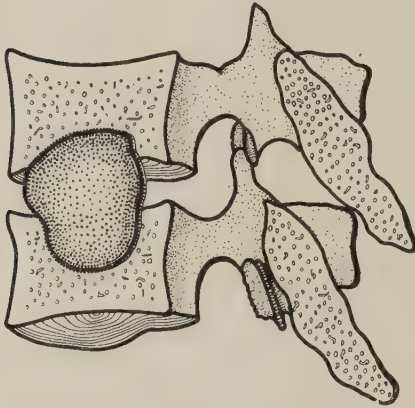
„Erosion of the adjacent surfaces of two lumbar vertebral bodies: Tuberculous caries“ Zur Verdeutlichung der Ähnlichkeit zwischen Erkrankung und Mißbildung des Wirbelkörpers im Röntgenbild gezeichnet nach Befunden von Brailsford; unter Benutzung einer Brailsford'schen Skizze völlig umgezeichnet
